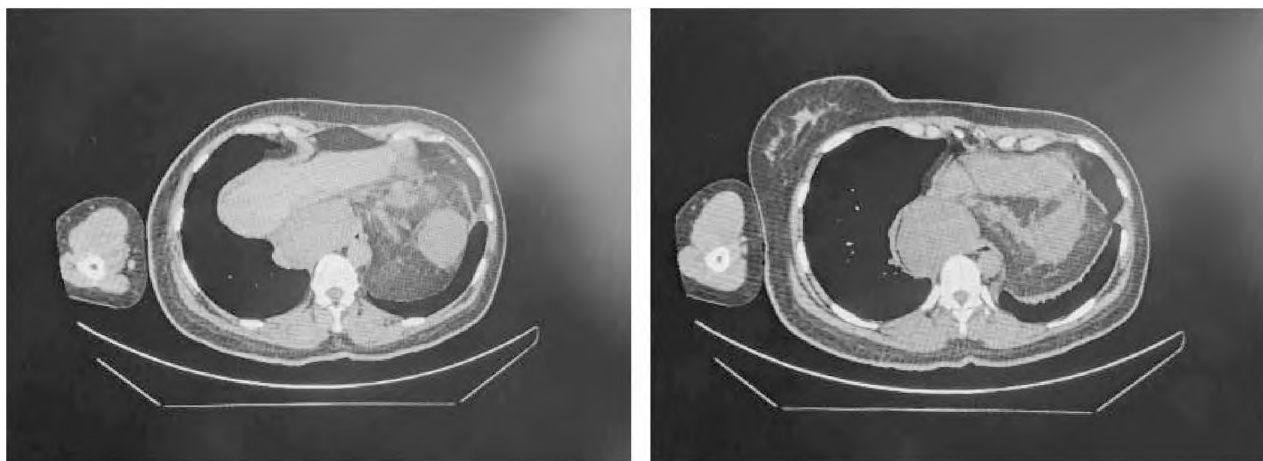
Компьютерная томография органов грудной клетки при дообследовании в Астраханском областном клиническом онкологическом диспансере
